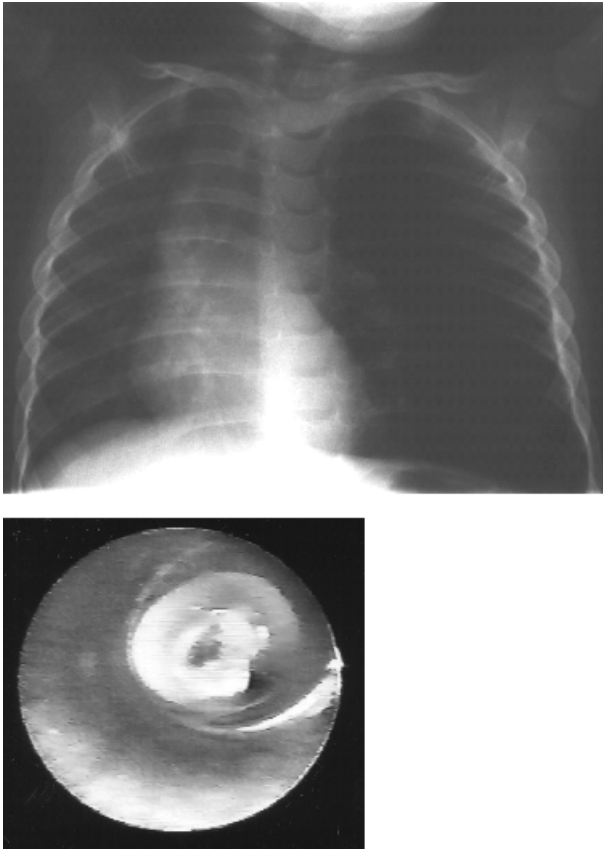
Röntgenaufnahme des Thorax (a.p.) und bronchoskopischer Befund bei einem 1½-jährigen Jungen mit chronischer Aspiration im linken Hauptbronchus.
